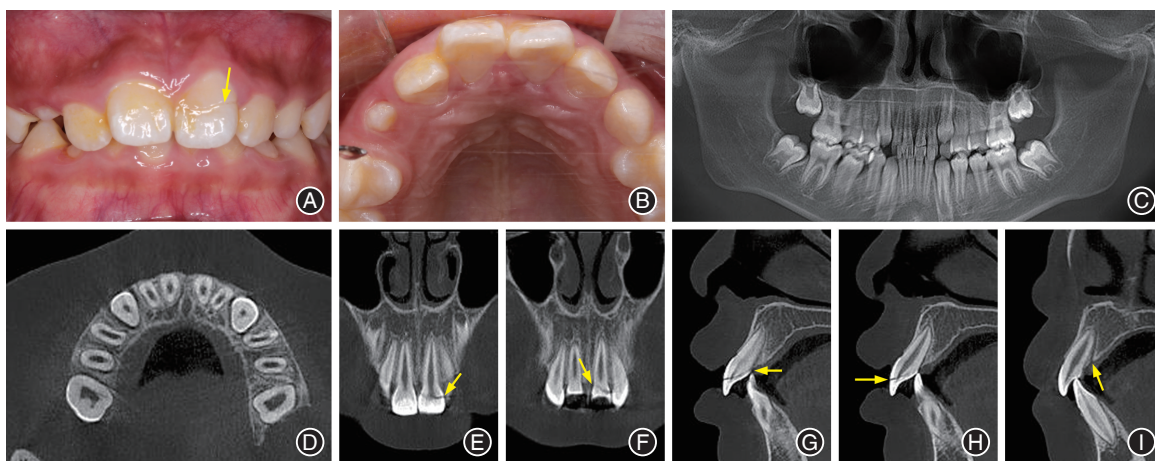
复杂冠根折患儿术前口内相及影像学检查 A:咬合相,箭头示21唇面折裂线;B:殆面相;C:口腔全景曲面体层片;D~I:锥形束CT(CBCT)检查。D:21水平面;E~F:21冠状面,箭头示近远中向折裂线走向;G~H:21矢状面,箭头示唇舌向折裂线走向;I:22矢状面,箭头示牙周膜间隙增宽。
